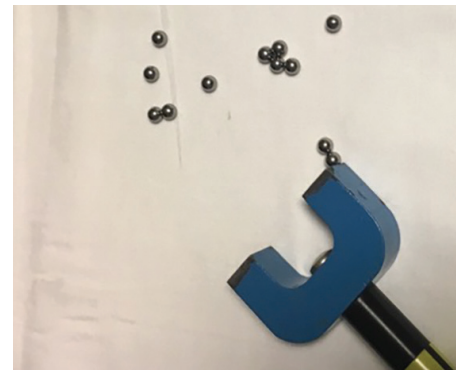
本图显示提供者在 MRI 扫描仪附近和侧面找到的滚珠轴承。
